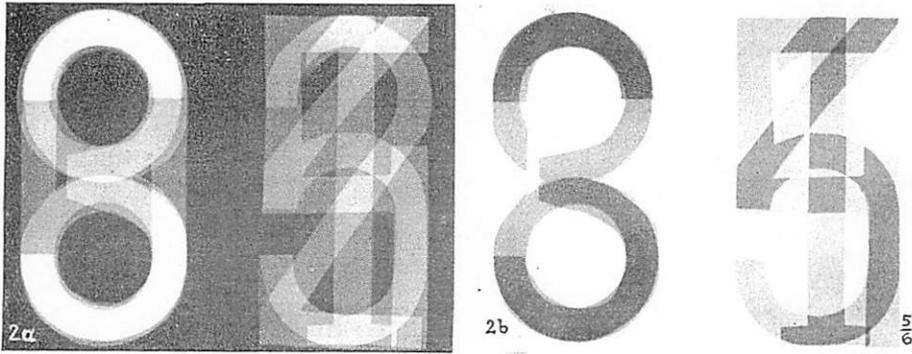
Röntgenogramm von sich überdeckenden Metallziffern.
